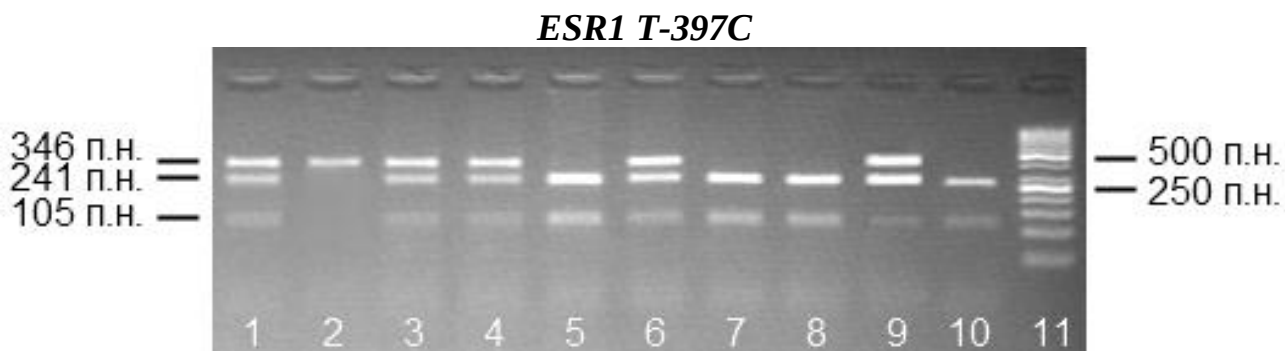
Електрофореграма продуктів рестрикційного аналізу фрагмента гена *ESR1* (T397C). Зразки: 1, 3, 4, 6, 9 - генотип TC; 2 – генотип CC; 5, 7, 8, 10 – генотип TT; 11 – маркер молекулярної ваги.
